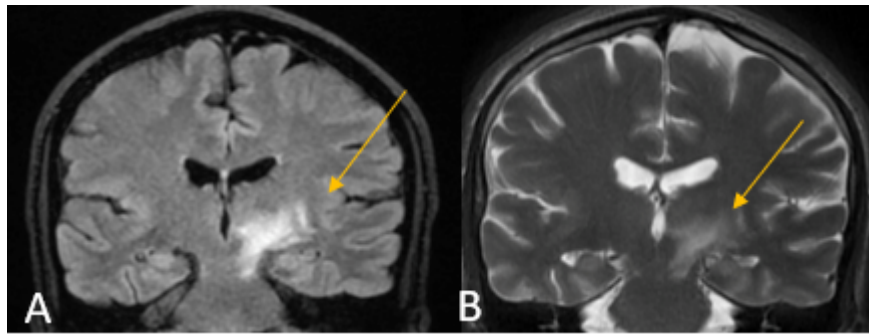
Neuro- Behçet. Séquences coronales FLAIR (A) et T2 (B) montrant le signe typique de la cascade, sous la forme d'un hypersignal sous-thalamo-mésencéphalique, sur le trajet du faisceau pyramidal. Source : Radiopaedia (16)
